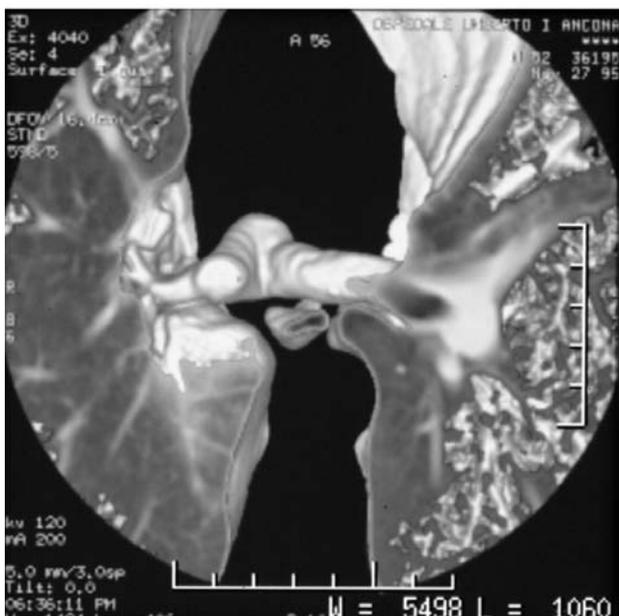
Esame TC del torace: software di ricostruzione per endoscopia virtuale con navigazione endotracheale ed endobronchiale .
